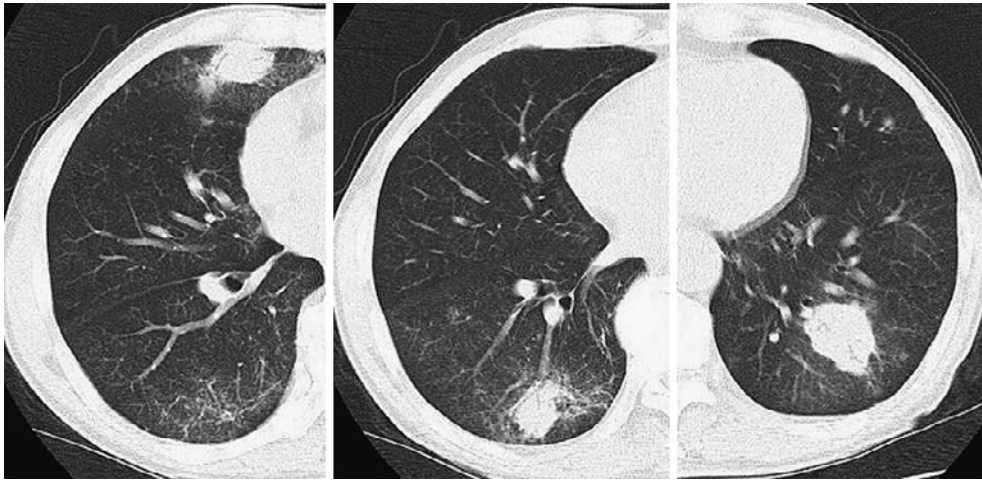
Chest CT scan showed multiple nodules after the corticosteroid treatment was tapered.
